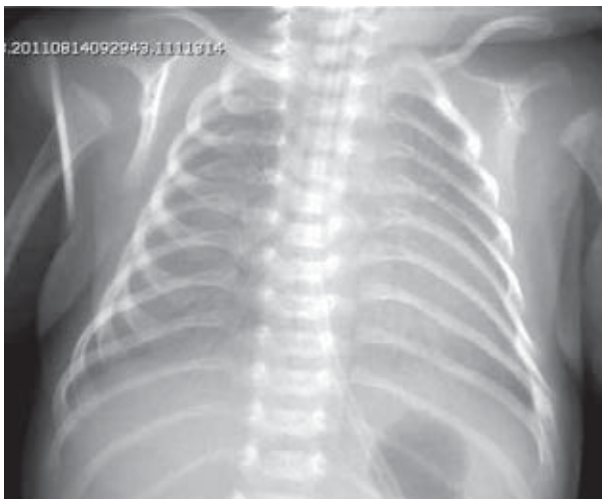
Radiografía de tórax (5 días de vida). Fracturas en las costillas de la región posterior en últimas fases de osificación.
